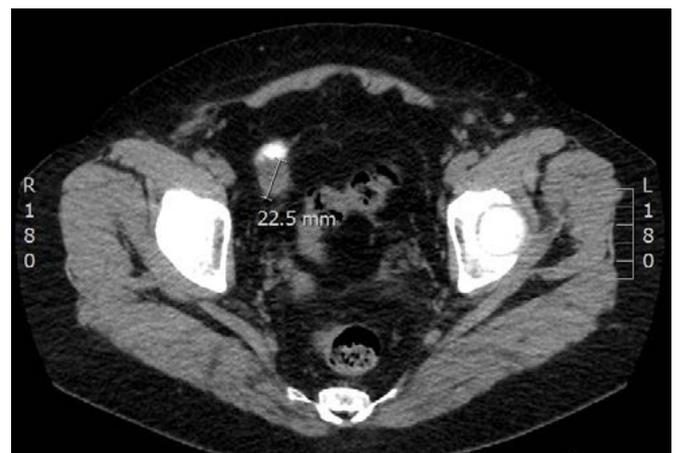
En la imagen correspondiente a la TC de diagnóstico de la paciente se observa una lesión hipoatenuada de 25 mm quística en hemipelvis derecha sugestiva de recaída tumoral.
